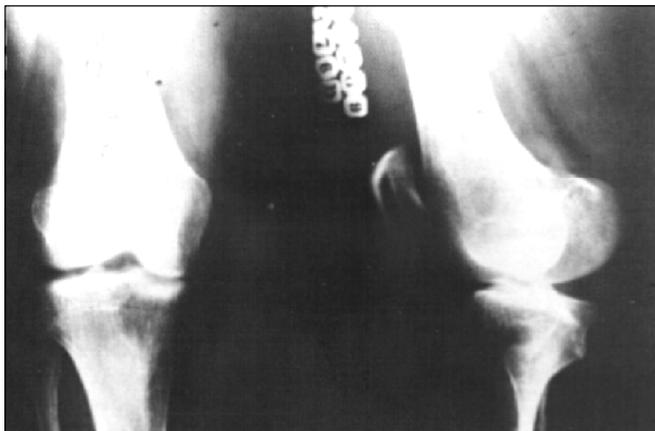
Radiografias ortostática ântero-posterior e perfil do joelho direito. Varismo pré-operatório de 8°. Osteoartrose femorotibial grau II e femoropatelar grau I.
